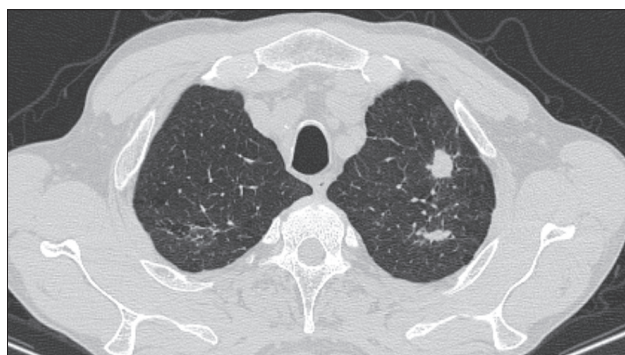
КТ ОГК пациент Е. от 08.11.2018 г. отмечена стабилизация процесса в легких, сохранение фокусов и очагов верхней доли левого легкого с частичной кальцинацией
